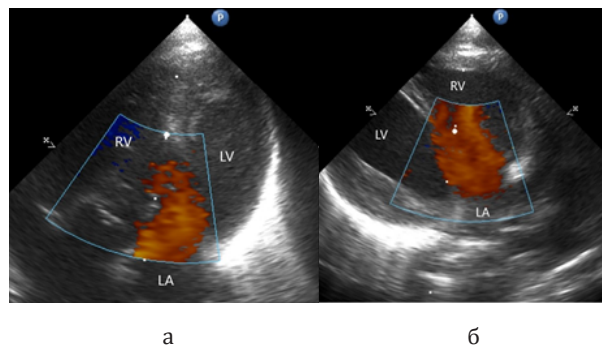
Эхокардиография из парастерального доступа (цветной доплер): а – субкостальный доступ, косой кровоток из левого предсердия в правый желудочек (красный цвет); б – правый парастеральный доступ, кровь направляется косо из левого предсердия в правый желудочек. RV – правый желудочек, LA – левое предсердие, LV – левый желудочек
